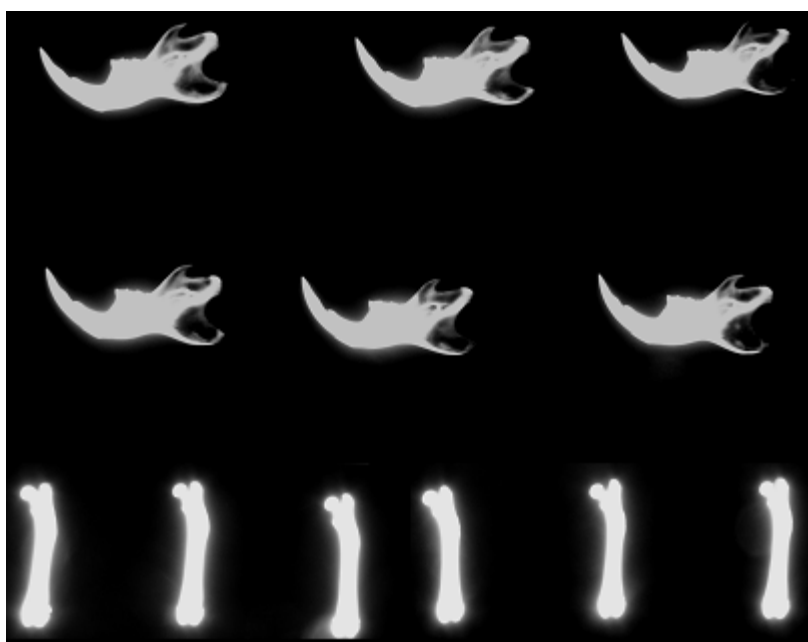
Radiografias de mandíbulas e fêmures do grupo de ratas Wistar ovariectomizadas (OVX60)
